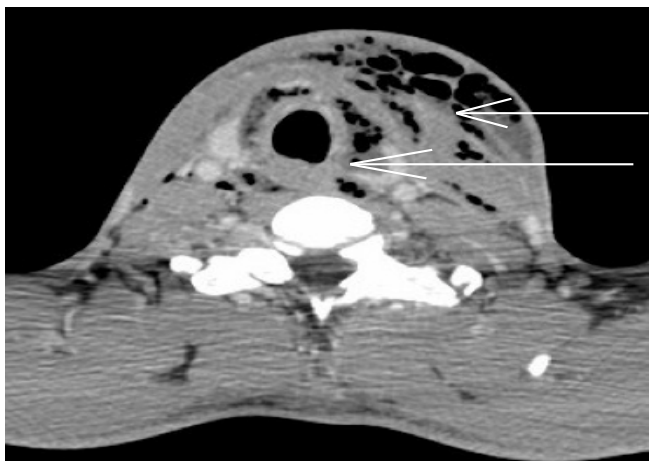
TDM cervicale en coupe axiale: volumineuse collection hydroaérique multiloculée et diffuse latéro cervicale gauche avec dilacération du fascia: fasciite nécrosante (flèches ←)
